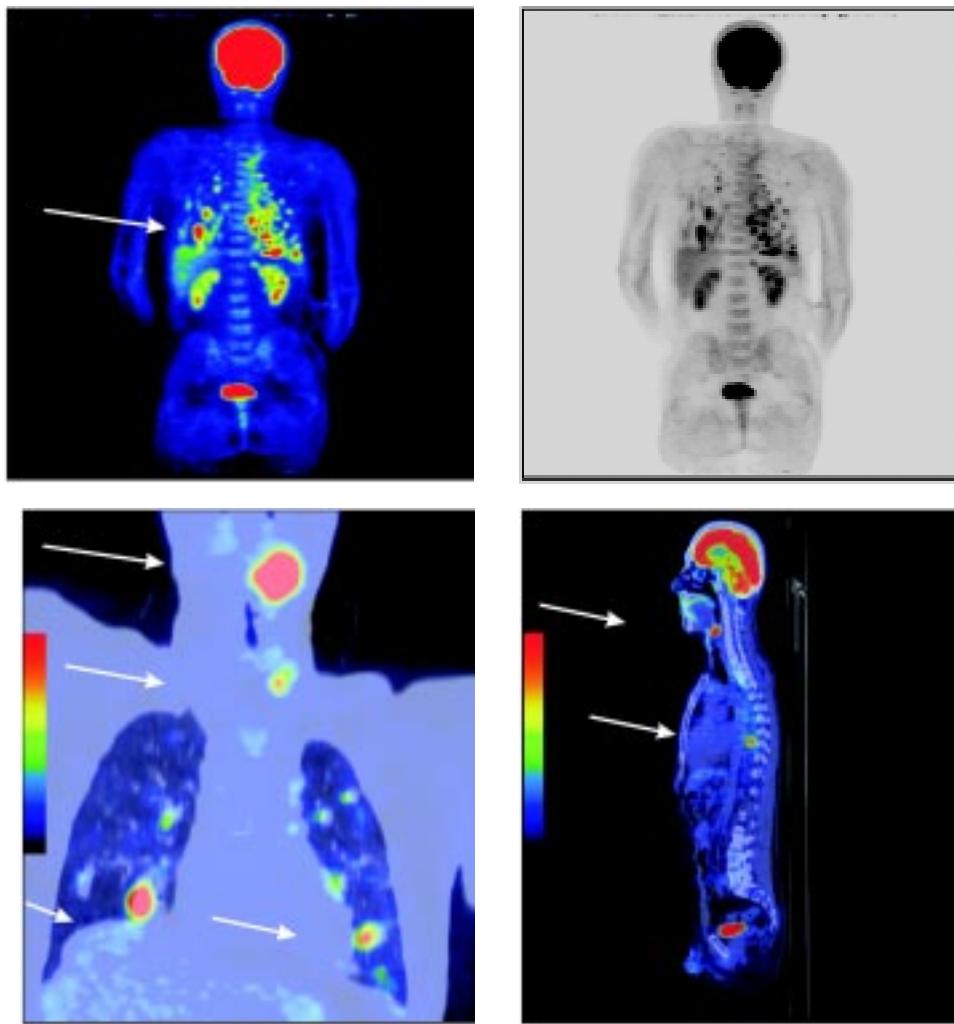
Поєднане ПЕТ/КТ обстеження пацієнта Р., 54 роки.
